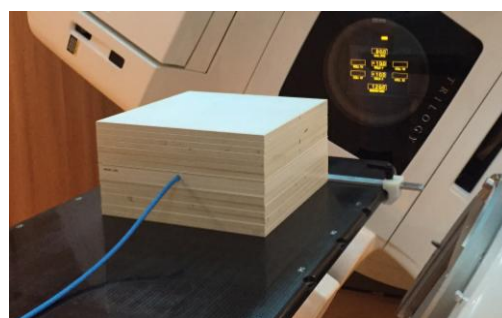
Posicionamento da câmara de ionização no objeto simulador (placas de água sólida) e a tomografia do sistema, à direita.
